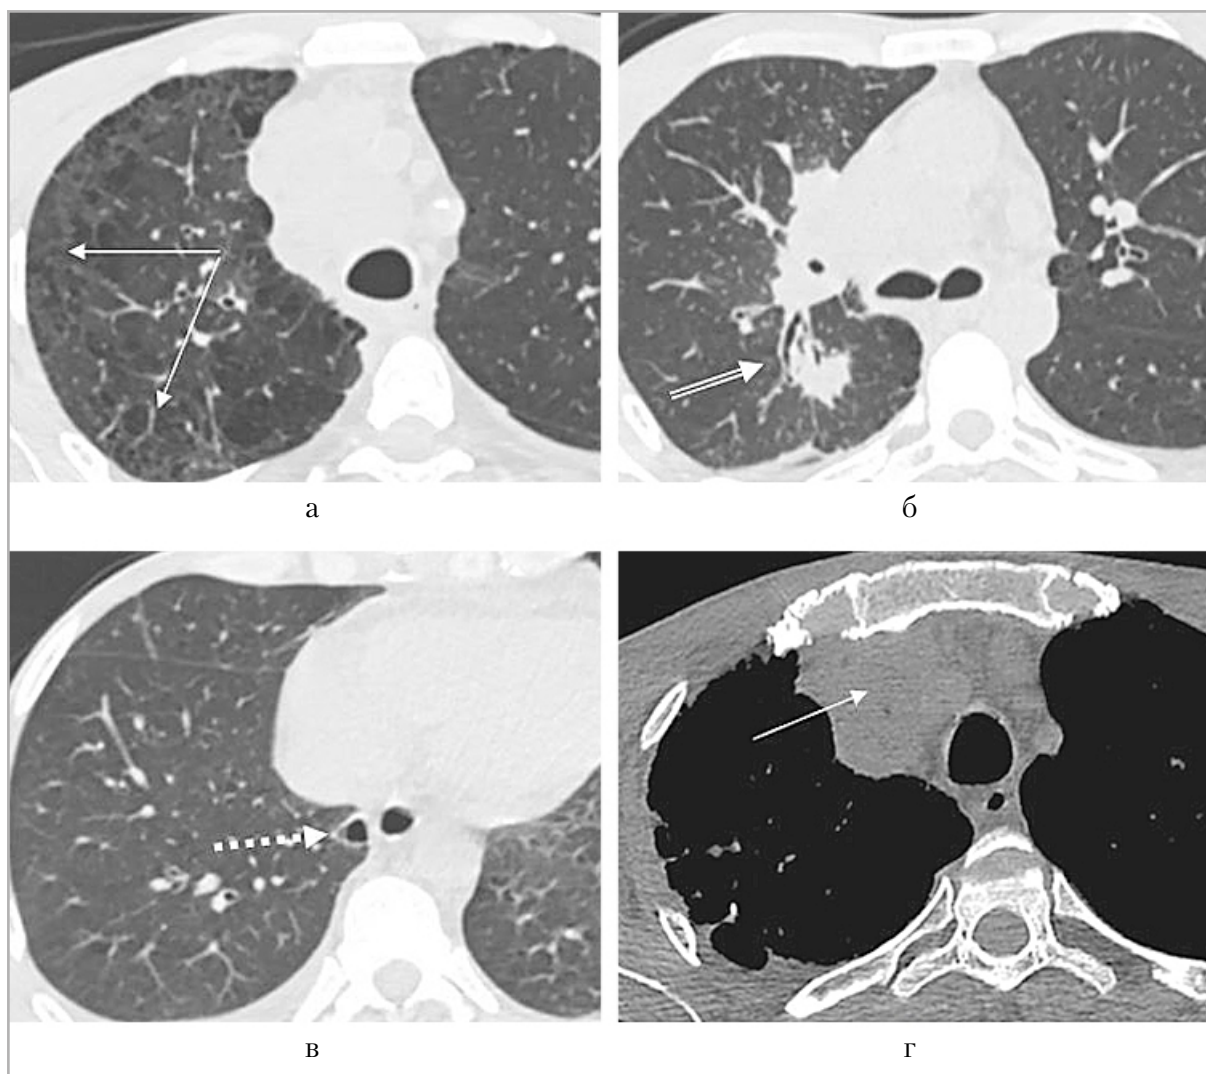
Мультиспиральные компьютерные томограммы при поступлении в противотуберкулезный диспансер: *а* — преимущественно в правом легком общее диффузное снижение пневматизации по типу матового стекла (*простые стрелки*), уплотнения интерстиция; *б* — в S6 правого легкого узловое образование (*двойная стрелка*); *в* — в S10 правого легкого деформированная полость распада (*пунктирная стрелка*); *г* — в верхнем средостении справа увеличены и образуют конгломераты лимфатические узлы (*простая стрелка*)
